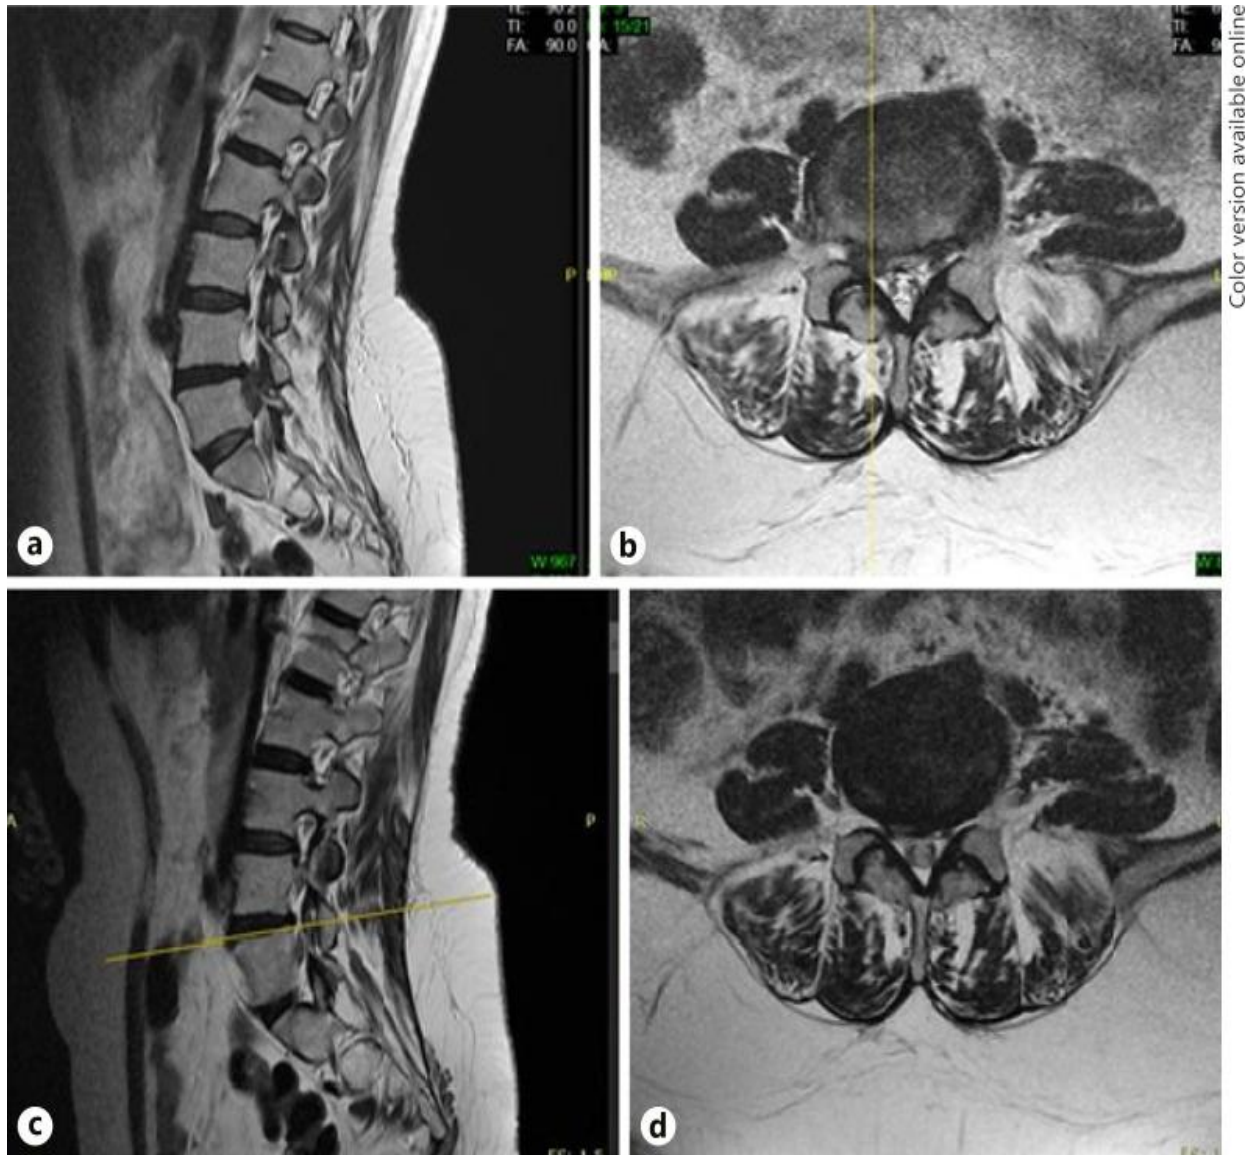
МРТ-зображення секвестрованої дискової грижі [71]
